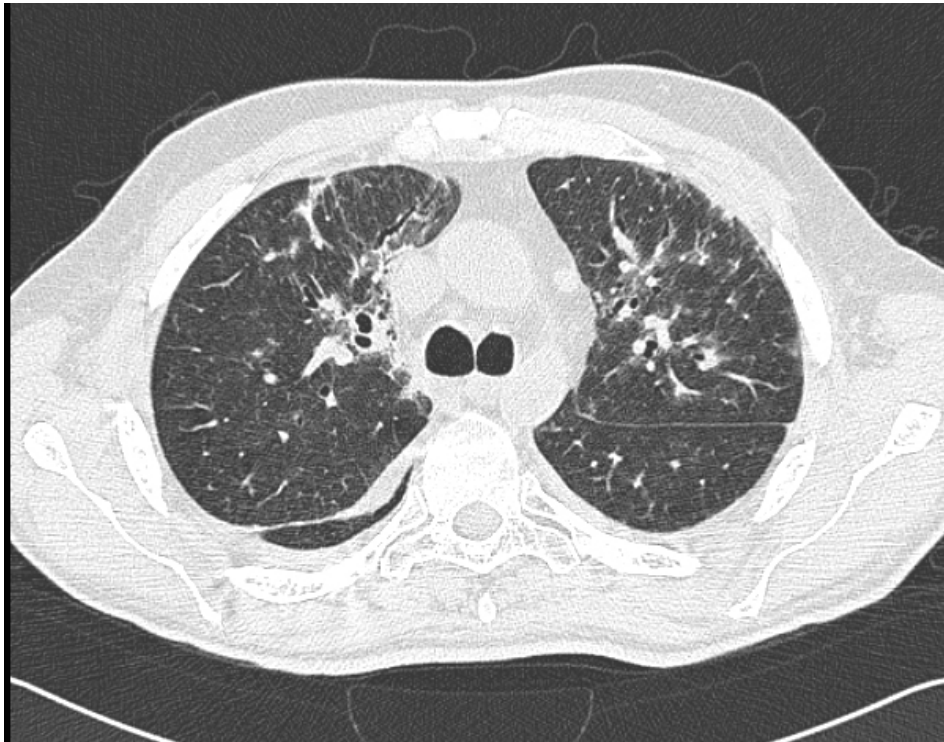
Standard-Dosis-CT: Bronchiektasien Grad 1 im rechten Oberlappen
